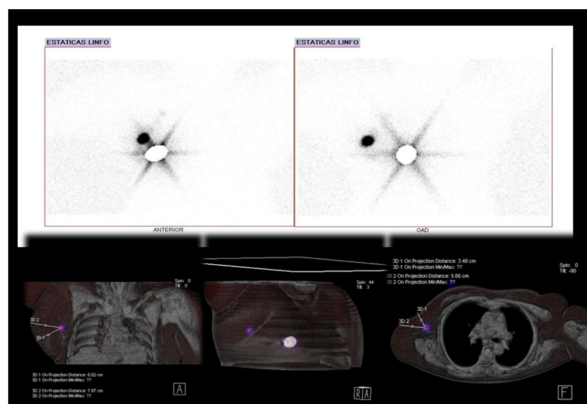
Imágenes Planares - Proyección Anterior, Oblicua Anterior Izquierda y SPECT/CT, Cortesía de la Policlínica del Sur. Servicio de medicina nuclear e imágenes moleculares. El Tigre, estado Anzoátegui.
